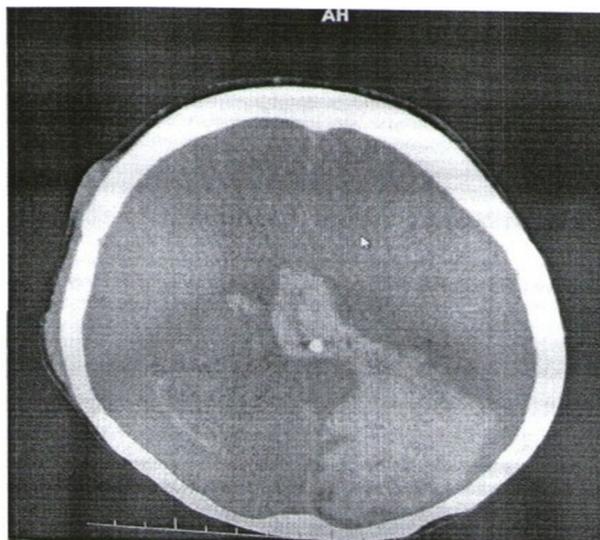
TC crânio com presença de sangue em corno posterior de ventrículo lateral esquerdo e sangue na cisterna peri-mesencefálica esquerda
